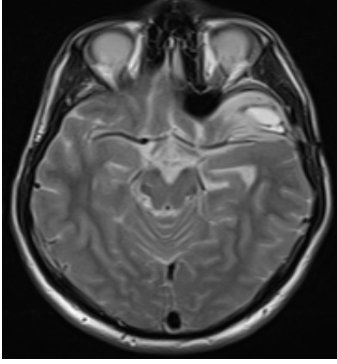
Şekil d: Preop kontrastlı MRG
